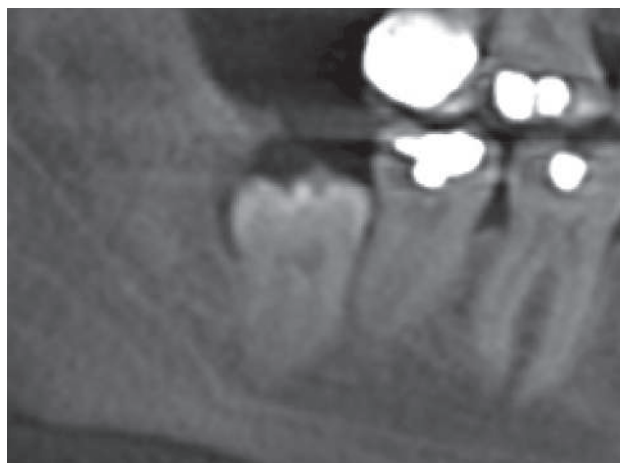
На рентгенограмме изображен непрорезавшийся 32-й зуб со смещенным нижнечелюстным каналом к верхушке зуба
